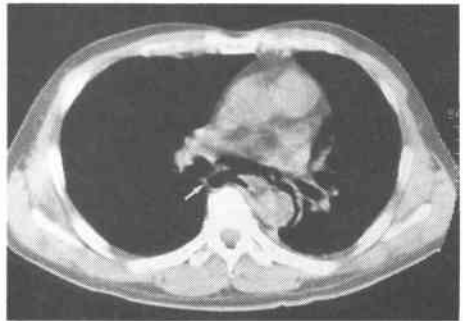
Chest CT of case 4, Chest CT shows marked mediastinal emphysema (white arrow).
